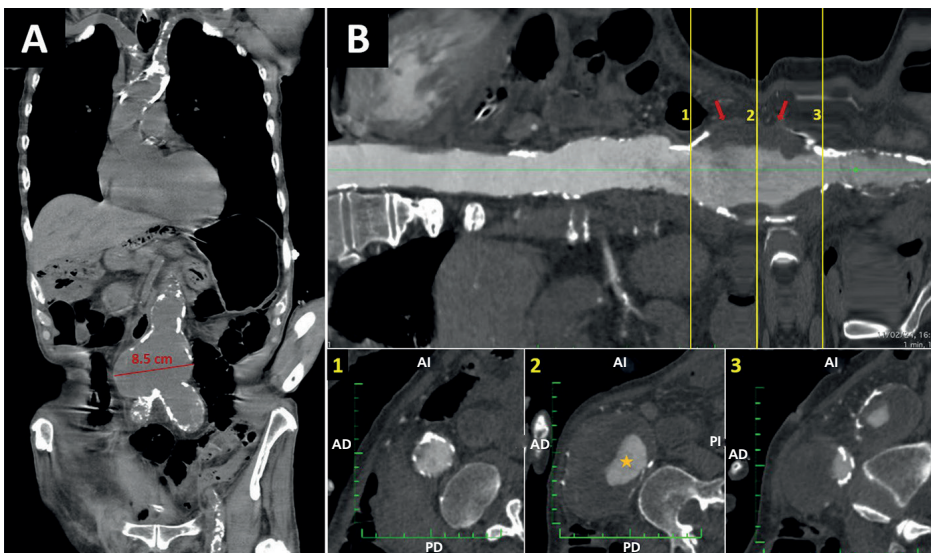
A. TC toracoabdominal sin contraste - Corte coronal. Se observa una calcificación severa de la aorta, predominantemente en el arco aórtico y la aorta abdominal. Además, existe una dilatación aneurismática de la aorta infrarenal con un diámetro máximo de hasta 8,5 cm. B. Reconstrucción longitudinal de la aorta. Las secciones transversales a nivel del aneurisma de la aorta abdominal demuestran la calcificación de la pared del aneurisma abdominal junto con la presencia de trombo mural extenso (flechas rojas) y un diámetro luminal reducido (estrella naranja).
